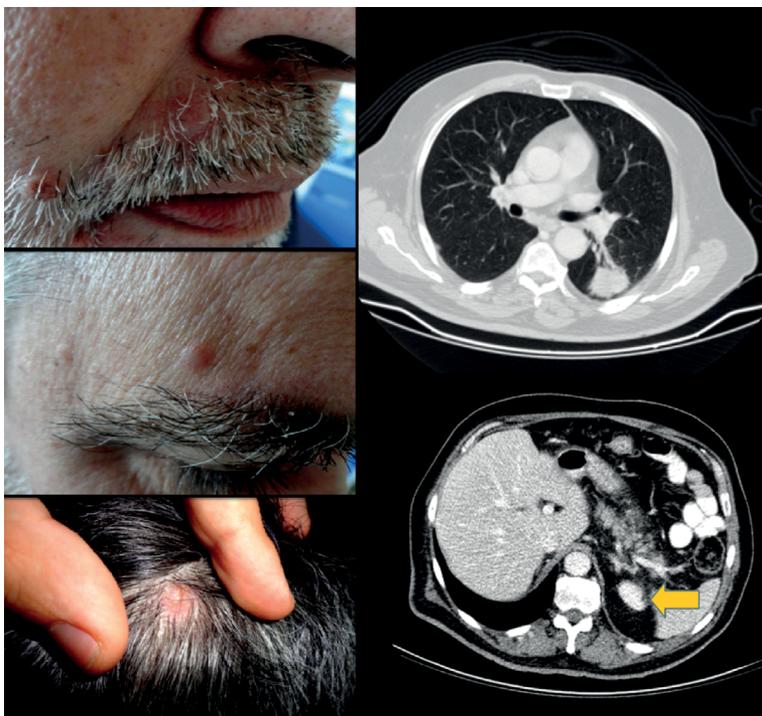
Nódulos eritematosos dolorosos e eruptivos na face e couro cabeludo (fotografias à esquerda). A TC de tórax (à direita) revelou uma massa de 4 cm no lobo inferior esquerdo. Nota-se a presença de metástase na glândula suprarrenal esquerda (seta).
